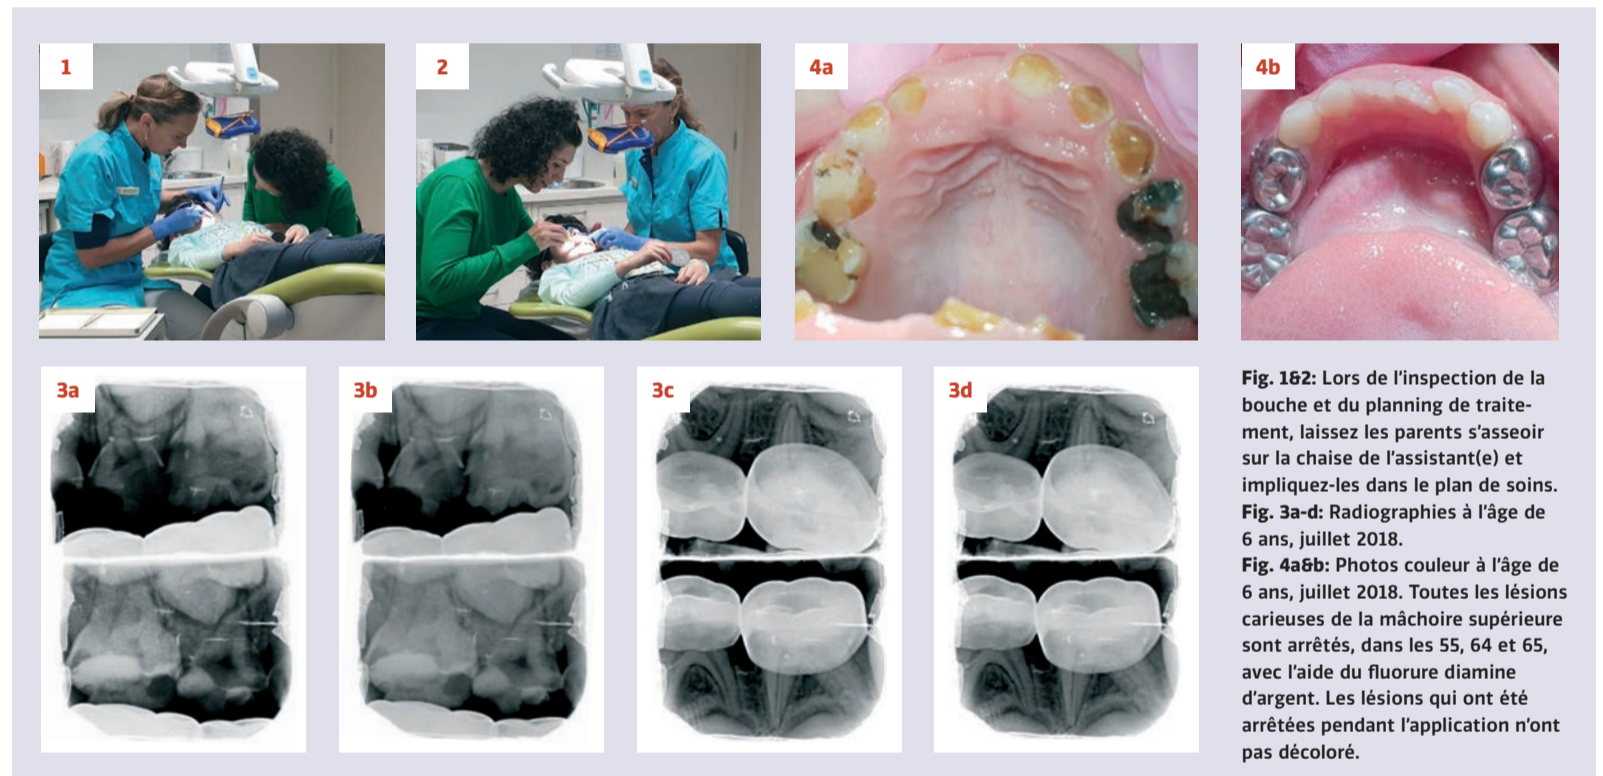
Lors de l'inspection de la bouche et du planning de traitement, laissez les parents s'asseoir sur la chaise de l'assistant(e) et impliquez-les dans le plan de soins. Fig. 3a-d: Radiographies à l'âge de 6 ans, juillet 2018. Fig. 4a-b: Photos couleur à l'âge de 6 ans, juillet 2018. Toutes les lésions carieuses de la mâchoire supérieure sont arrêtées, dans les 55, 64 et 65, avec l'aide du fluorure diamine d'argent. Les lésions qui ont été arrêtées pendant l'application n'ont pas décoloré.
